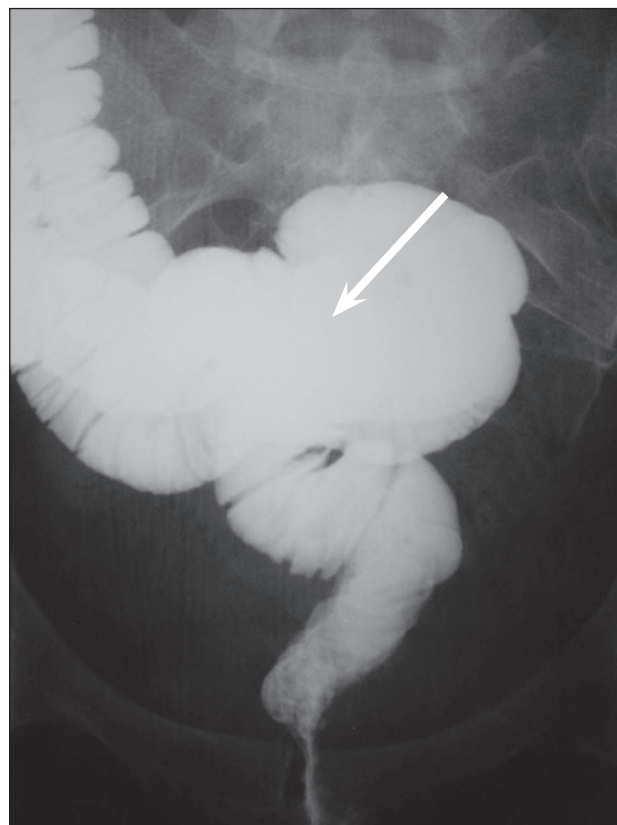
Рентгенограмма тонкокишечного резервуара через 3 мес после его формирования. Стрелкой указан тонкокишечный резервуар
